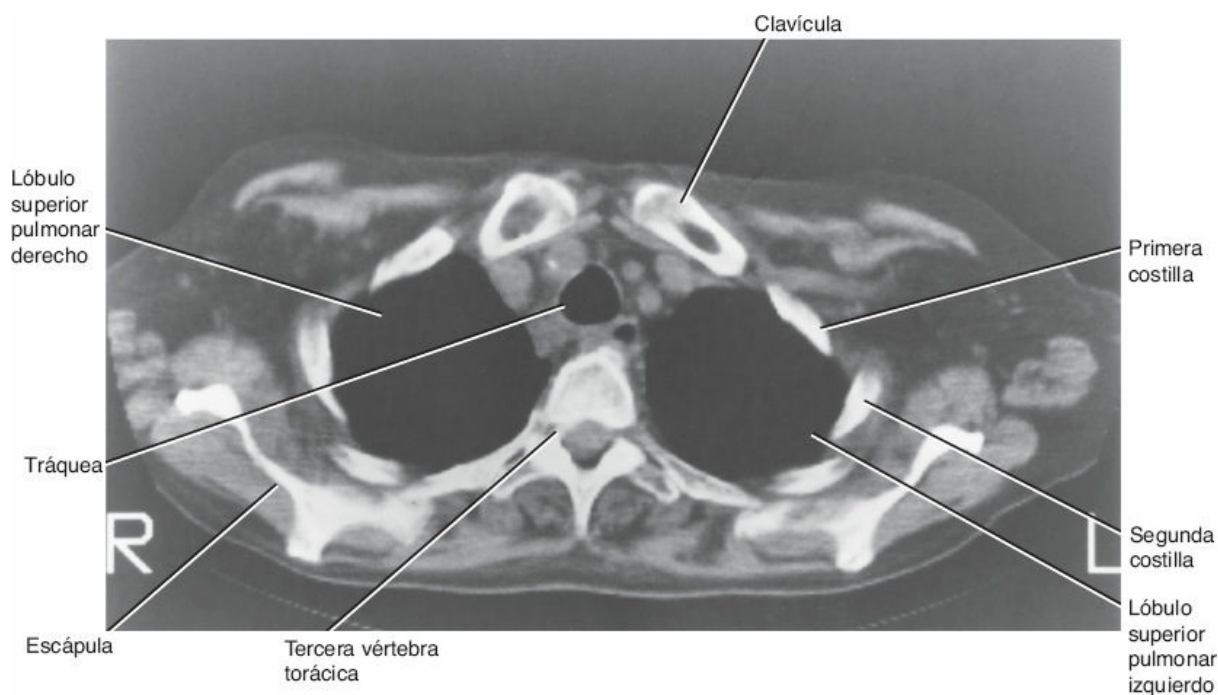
TC de la región superior del tórax. El lado izquierdo del paciente aparece en la porción derecha de la imagen. Los tejidos más densos figuran en *blanco*, mientras que los menos densos, en *gris* o *negro*.
